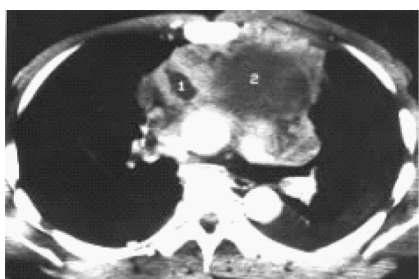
CT 增强扫描示双上纵隔肿块影,以左侧明显,病灶内见低度坏死区
